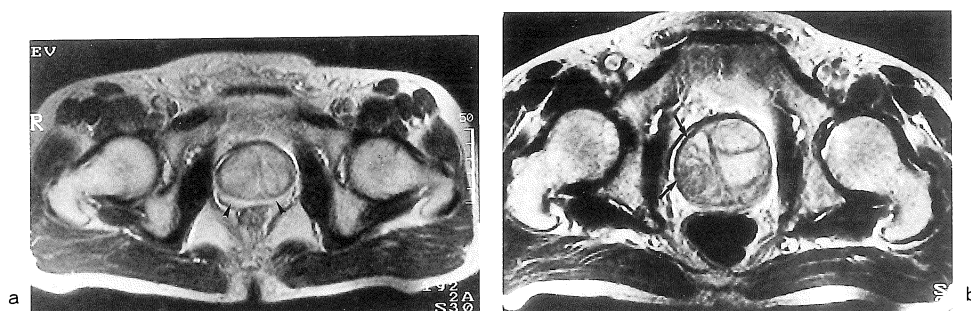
(a) Benign hyperplasia (MRI score 0), 59 year-old man. Homogeneous signal intensity of both inner zone and peripheral zone (arrow head) is noted.
